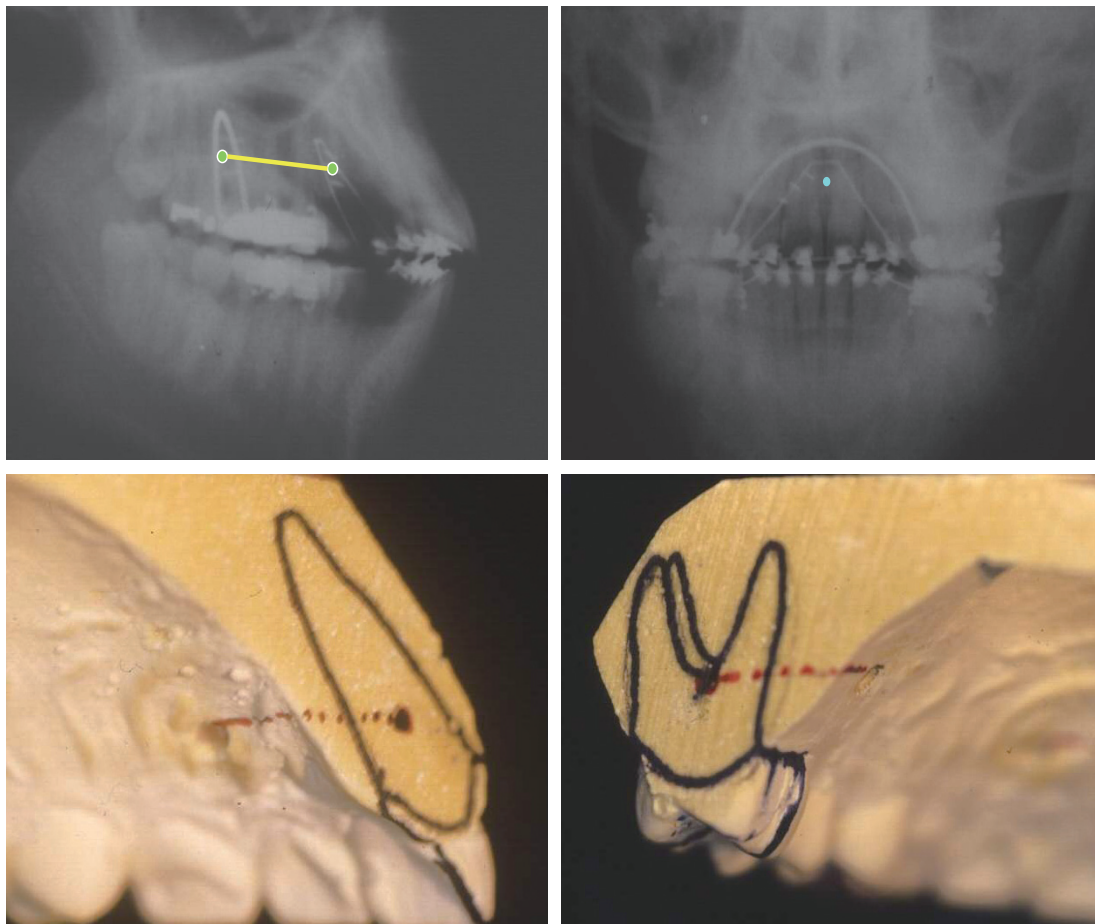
측모 및 정모 두부 방사선사진과 석고모형을 이용하여 전치부와 구치부의 저항 중심의 위치를 결정한다.
